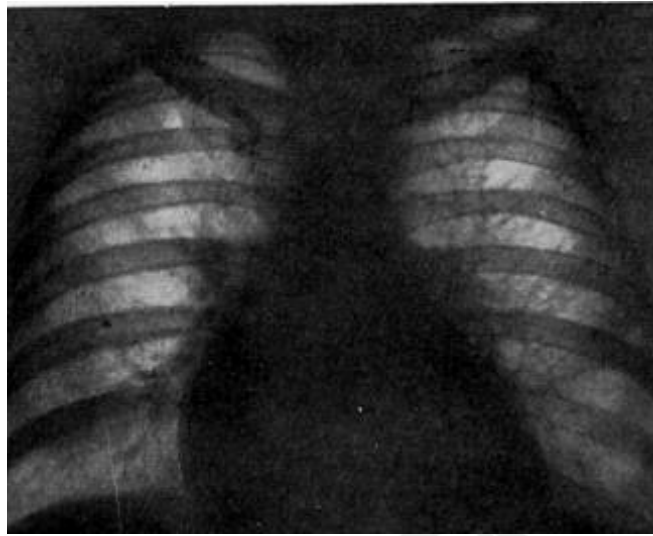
Прямая проекция сердца шаровидной формы при остром экссудативном перикардите на рентгенограмме
